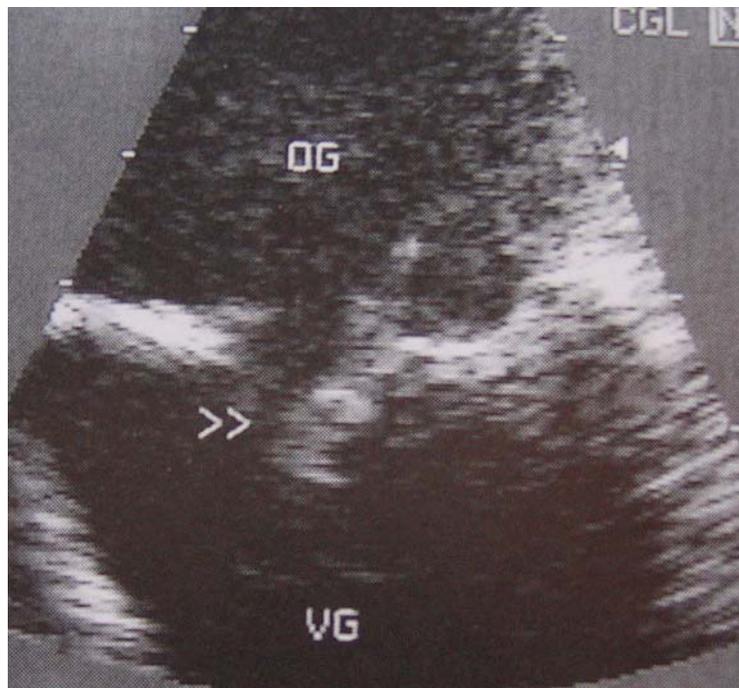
Echocardiographie transoesophagienne en coupe transverse d'une endocardite mitrale avec volumineuse perforation de la valve antérieure. (D'après la SFC [56]).
